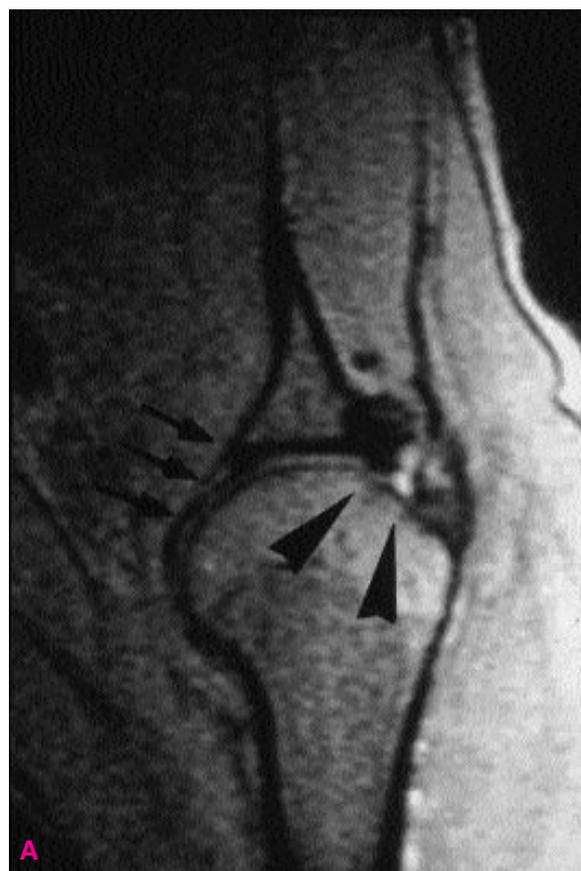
et 7B : IRM réalisée en position d'armé du bras (Abduction – Rotation externe) qui reproduit le conflit postéro-supérieur.
